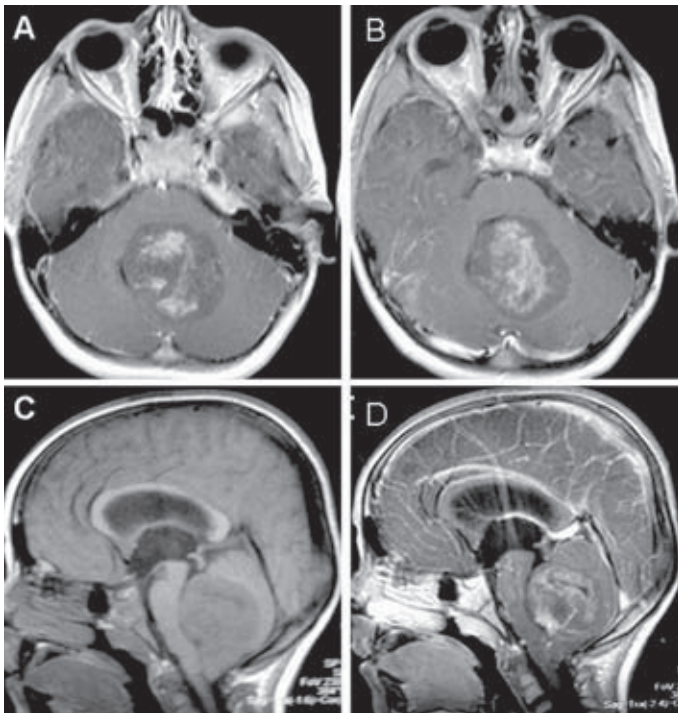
RM secuencias en T1 sin (C) y con gadolinio (A, B y D). Se observa un meduloblastoma que ocupa la totalidad del IV ventrículo.
